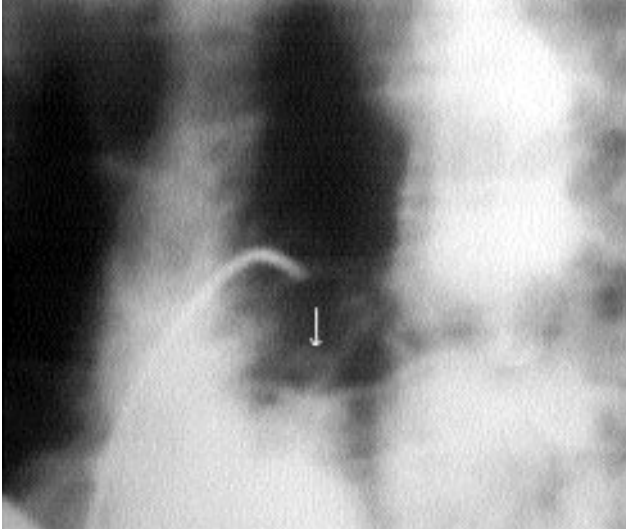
Aortografide çıkan aortun ilk dalı olarak sol karotis arteri verildiği, aort arkusunun inen aort ile devam etmeyip ona yaklaşık 45 derecelik bir açı ile bağlandığı izlenmektedir.
